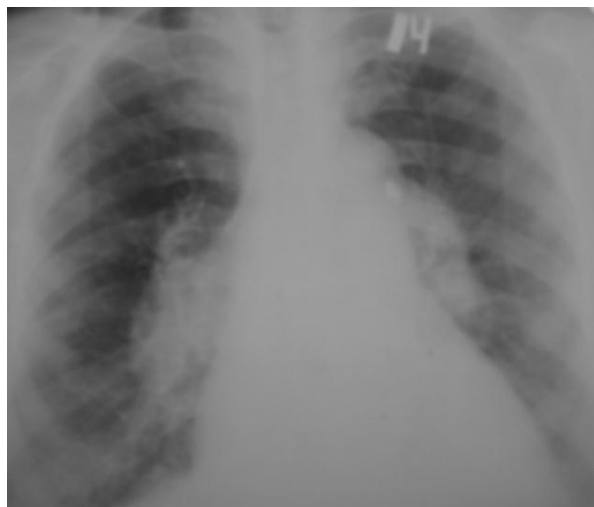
Обзорная рентгенограмма ОГК.
